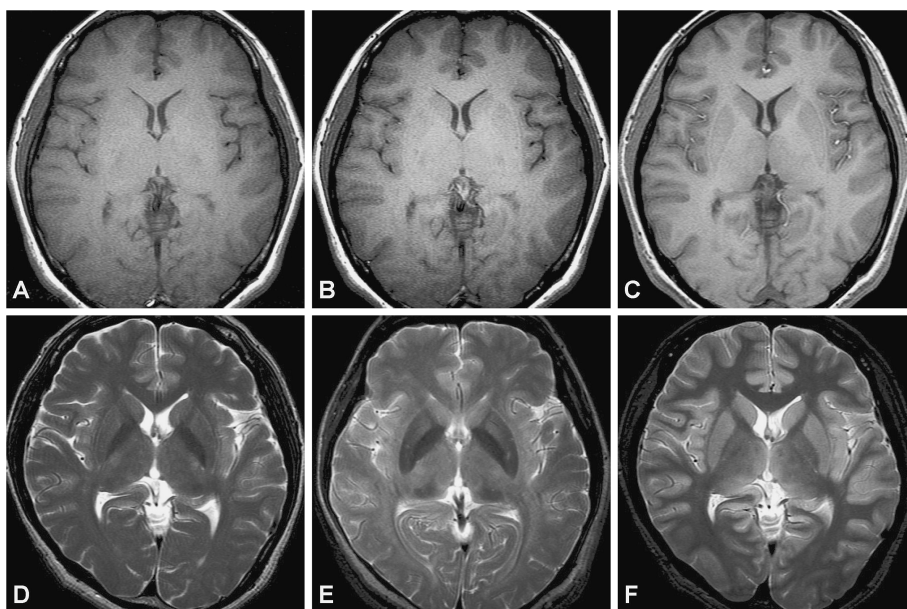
T1-weighted and T2-weighted images at 3T
